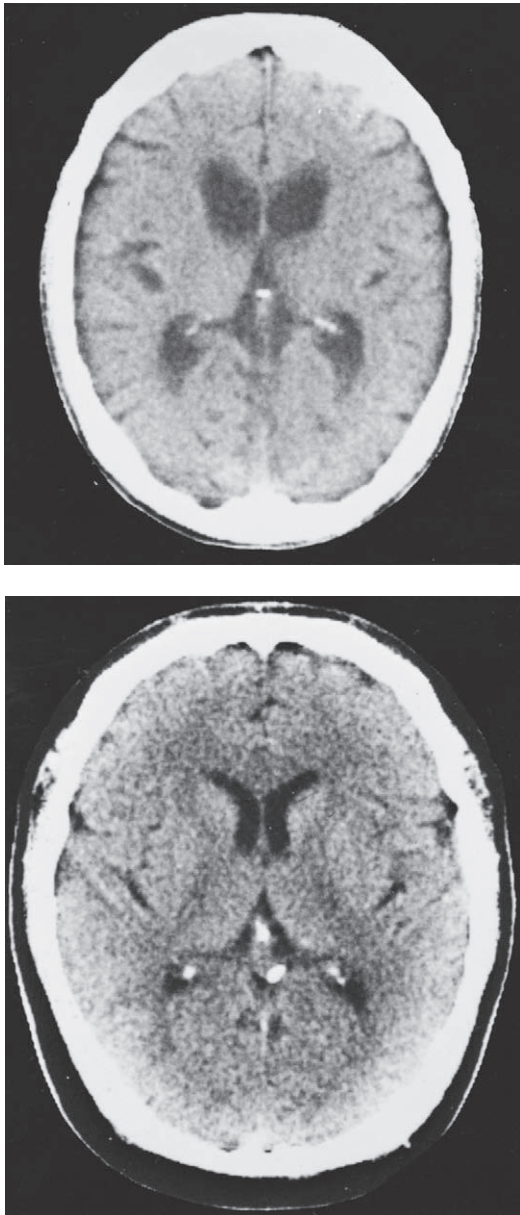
La imagen de CT superior es de una mujer de 54 años de edad con demencia leve y antecedentes de 10 años de corea de Huntington. El abombamiento del borde inferolateral del ventrículo lateral, en condiciones normales creado por la cabeza del núcleo caudado (imagen inferior de un paciente de la misma edad para comparación), desapareció. También se observa crecimiento difuso de los ventrículos laterales.
